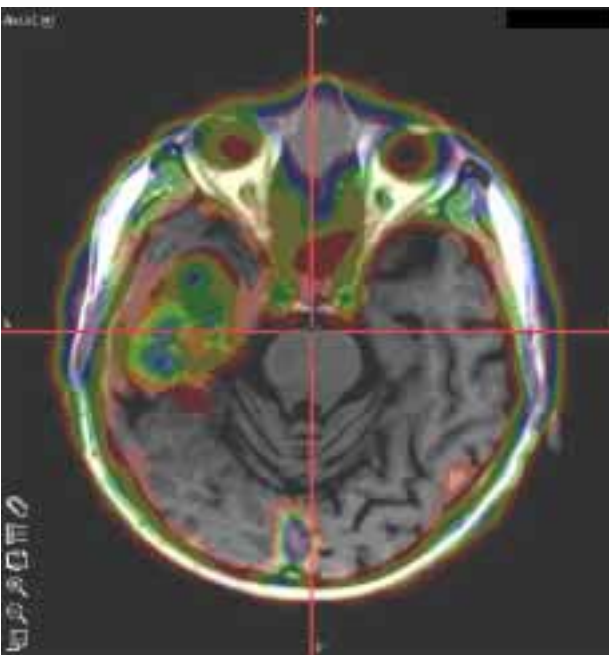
Суміщення зображень $^{99m}\text{Tc(V)}$ ДМСО ОФЕКТ та МРТ у хворі з метастазом правої скроневої ділянки. Чітко вирізняється осередок гіперфіксації РФП на ОФЕКТ складовій
